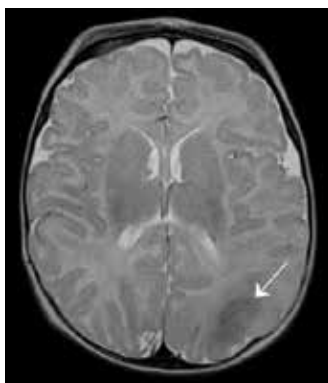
МРТ ребенка в возрасте 3-х месяцев, аксиальный срез. T2-взвешенное изображение. Гипоинтенсивный тубер (стрелка) в левой теменной доле
